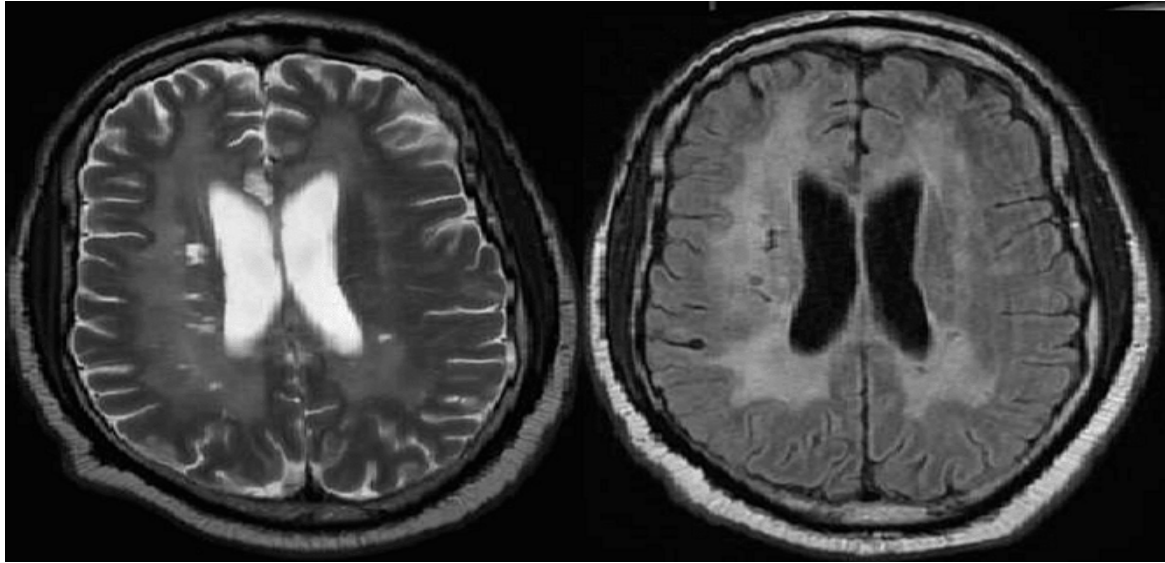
IRM cérébrale en séquence pondérées T2 et FLAIR montrant des plages en hypersignal de la substance blanche périventriculaire étendues.
